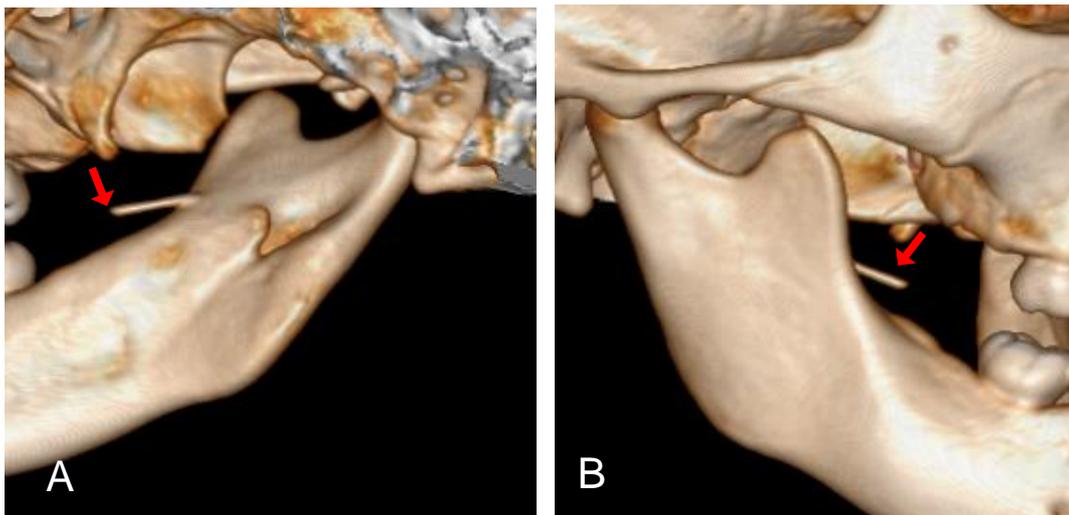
Reconstrucción tridimensional de la TC. A y B: imagen sagital interna y externa respectivamente; se observa el fragmento de la aguja (señalada con flecha roja) en contacto con la cortical interna de la rama ascendente
